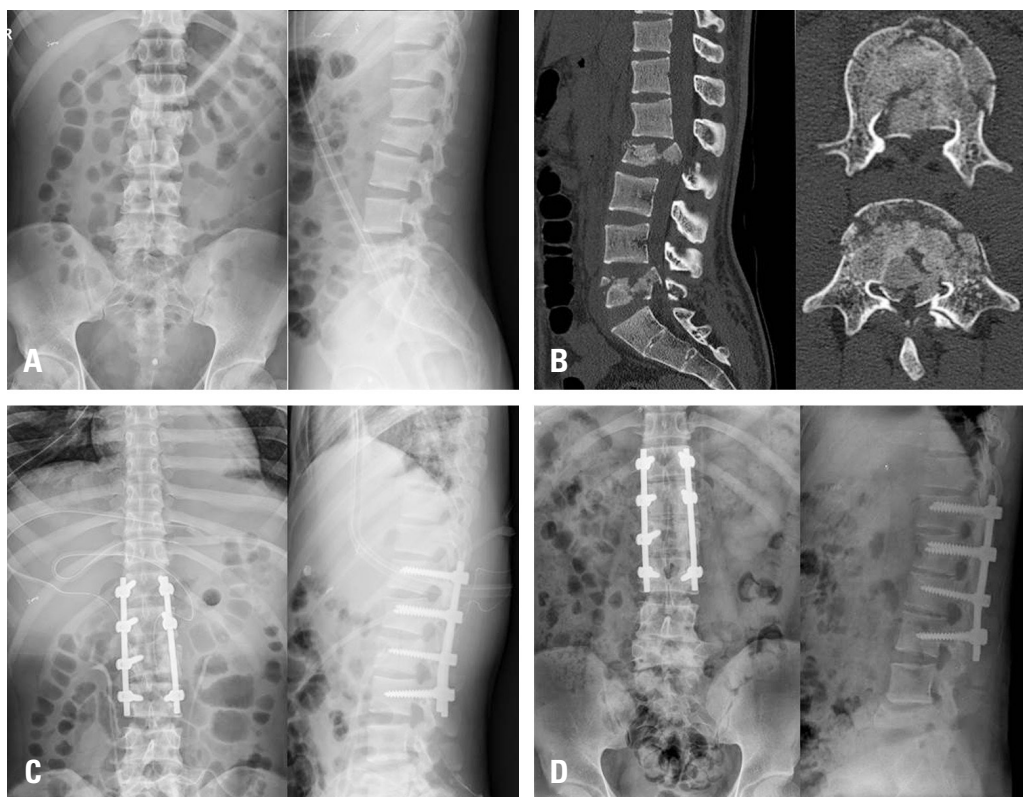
An 18-year-old man with non-contiguous lumbar fractures. He had depressive disorder and fell from the 10th floor. The physical exam at the emergency department showed motor grade III and sensory abnormality below the right knee. (A) Anteroposterior and lateral views of the lumbar spine at the time of the injury show decreased L2 and L5 body height and widening of the interspinous space. (B) Lumbar spine computed tomography shows burst fractures at both the L2 and L5 vertebrae with severe canal compromise. (C) Posterolateral fusion and posterior decompression were performed only for the L2 burst fractures that caused neurological symptoms. An attempt was made to perform neurological decompression and internal fixation using an anterior approach with a secondary operation, but progression of the neurological symptoms was not observed and we decided to perform conservative treatment. (D) Four years after the operation, good range of motion was observed and almost normal walking was possible.
